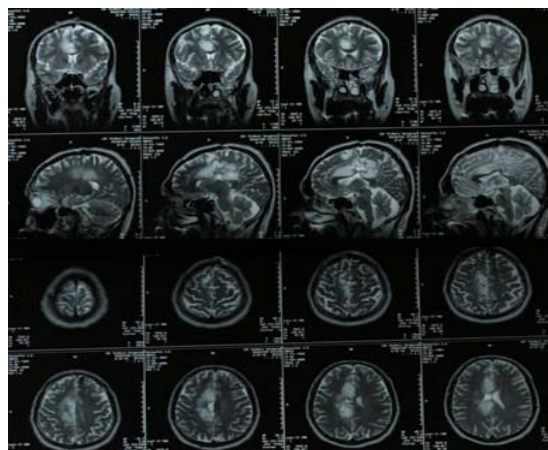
МРТ от 15.05.2008 г Продолженный рост опухоли в медиальные отделы лобной и теменной долей справа. По сравнению с предыдущей МРТ- без существенной динамики
